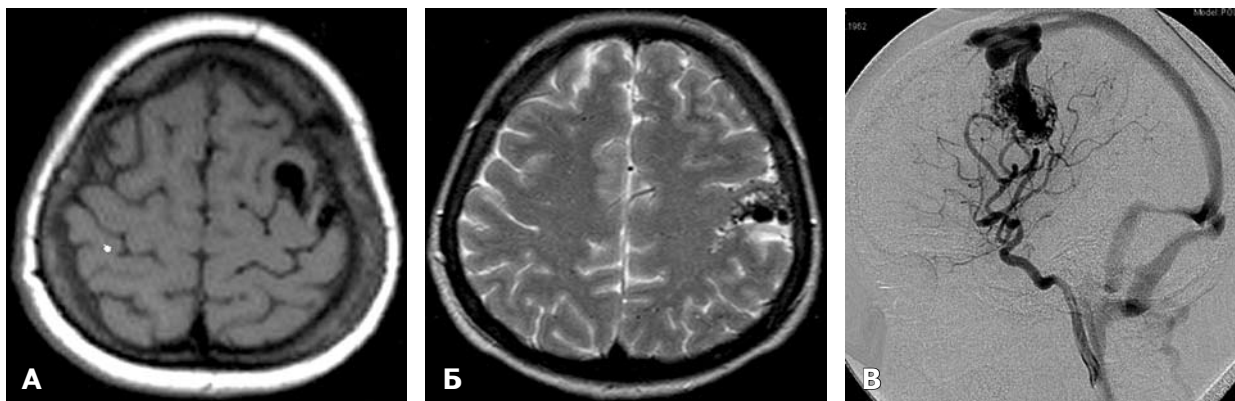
Фістульний варіант АВМ задньолобової локалізації. А — зона активації в контралатеральній півкулі великого мозку; Б — Т2 ЗЗ; В — дані рентгенівської АГ.
